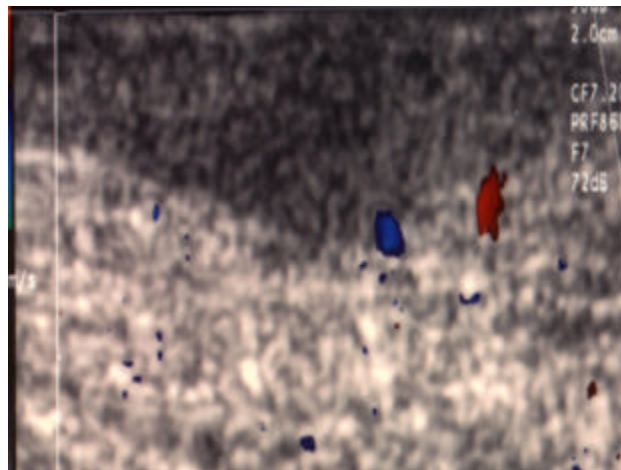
Signalverstärkte frequenzkodierte (= konventionelle) Farbdopplersonographie.
